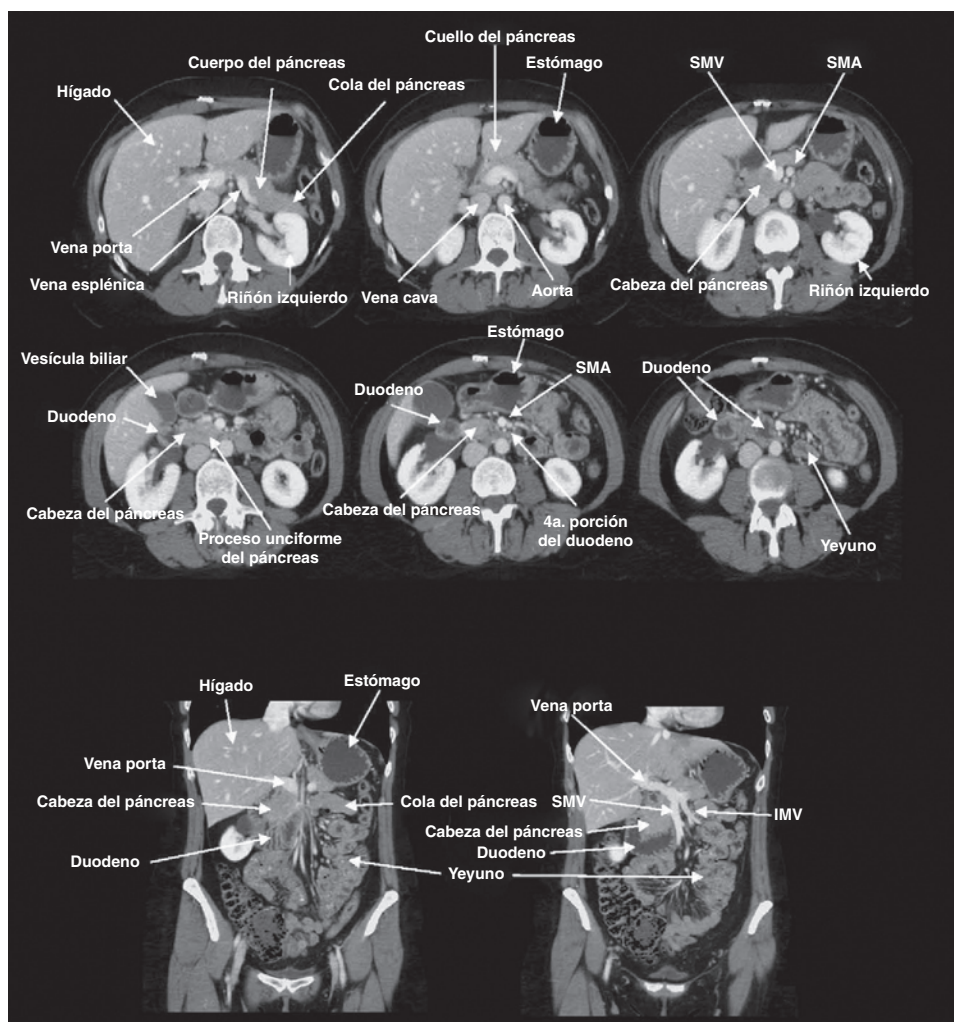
Anatomía pancreática como se observa en la tomografía computarizada. Es importante conocer la relación del páncreas con las estructuras circundantes para tener la seguridad de no lesionarlas durante la operación del abdomen. IMV, vena mesentérica inferior; SMA, arteria mesentérica superior; SMV, vena mesentérica superior.
